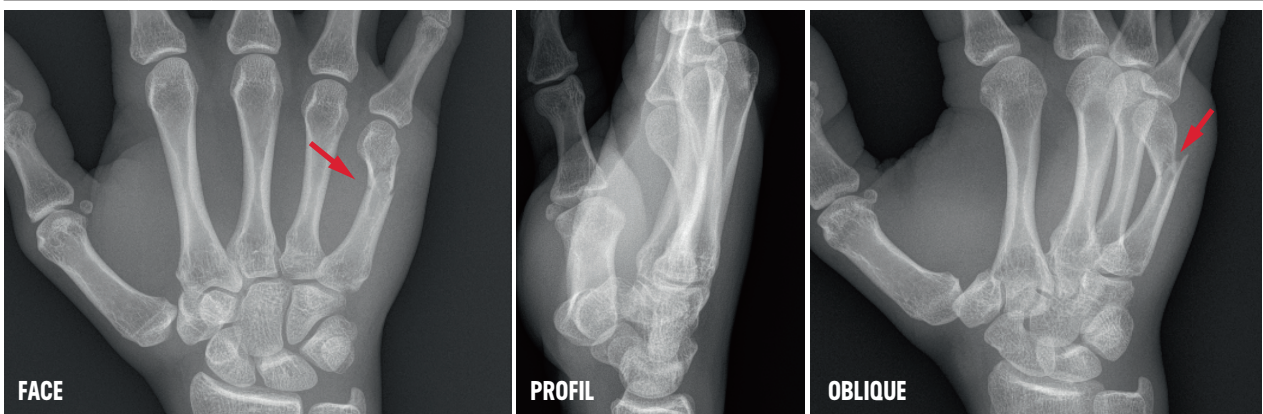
Radiographie de la main
